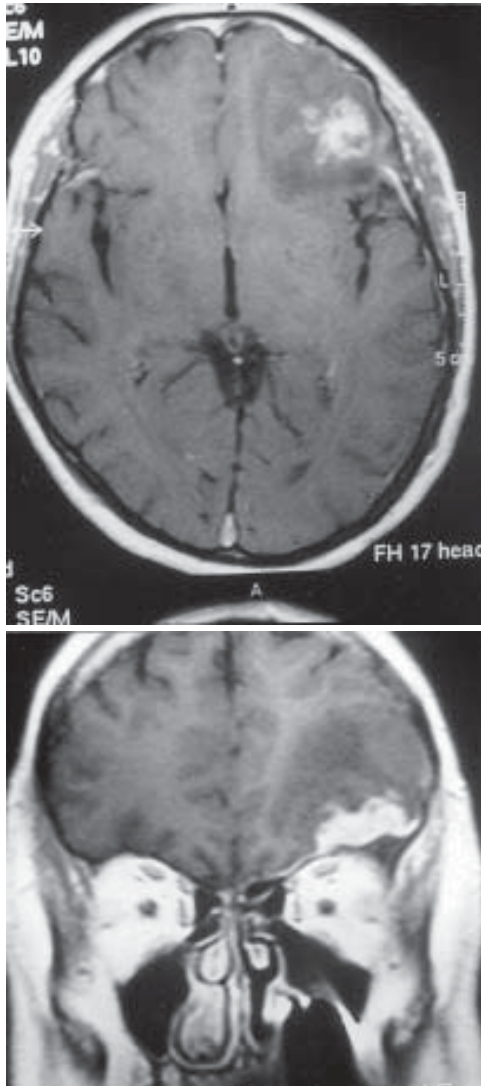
RM mostrando lesão expansiva extra-axial localizada na superfície dos pólos frontal e temporal esquerdos, importante edema perilesional, com intensa impregnação pelo contraste paramagnético, inclusive com impregnação meníngea.
